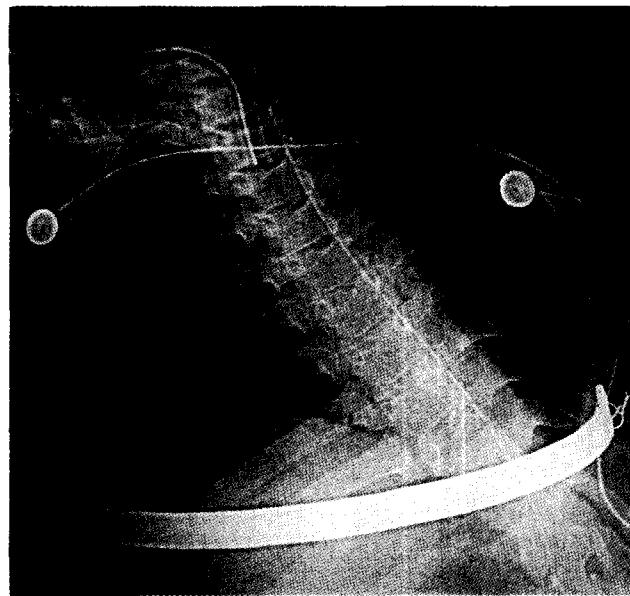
Postoperative chest X-ray reveals chest wall elevation with Pectus bar and tracheostomy state.
